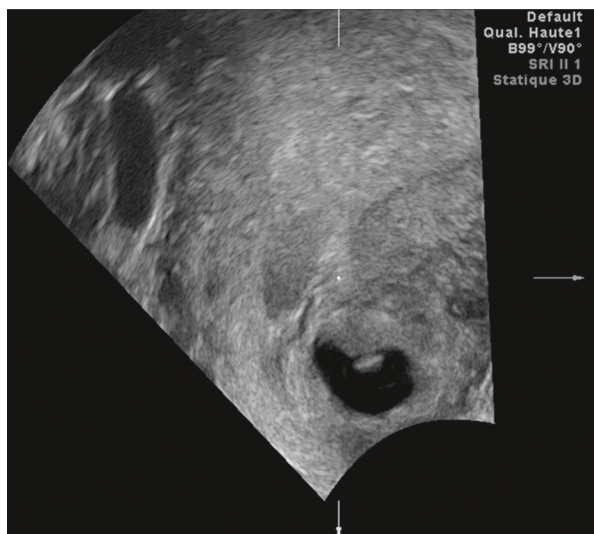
Échographie 2D par voie vaginale. Coupe sagittale de l'utérus retrouvant un sac gestationnel hypotonique situé au niveau cervical et isthmique, en voie d'expulsion.
